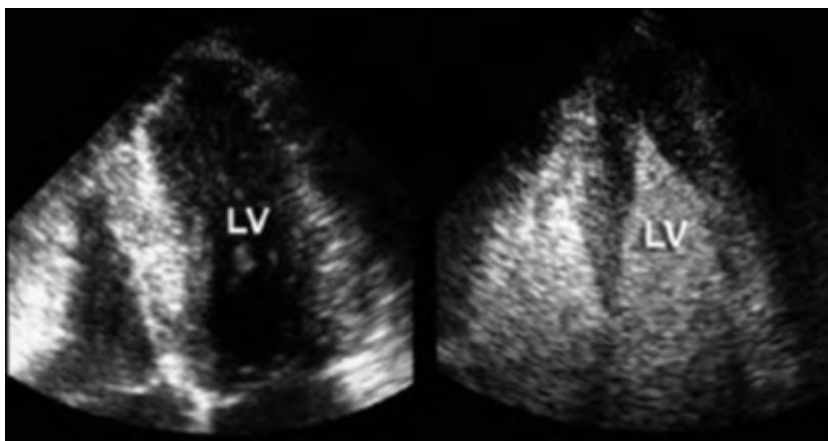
圖一：(左) Apical long-axis view 顯示左心室內膜無法清楚顯影。(右) 注射心臟超音波顯影劑後左心室內膜邊界清楚。
